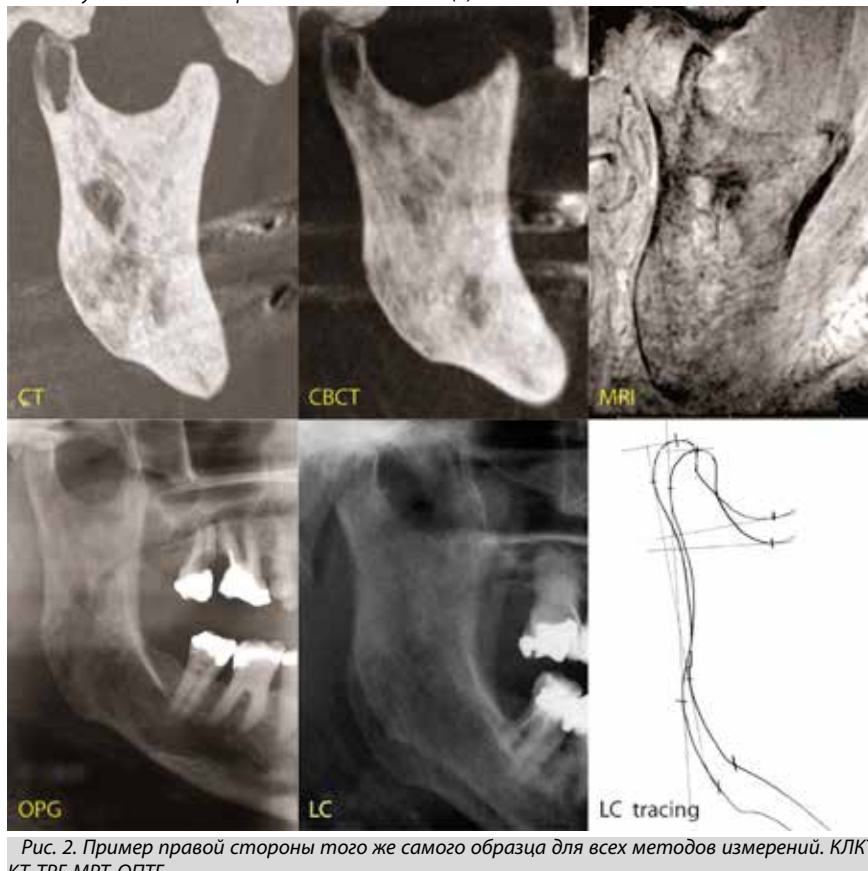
Пример правой стороны того же самого образца для всех методов измерений. КЛКТ, КТ, ТРГ, МРТ, ОПТГ
